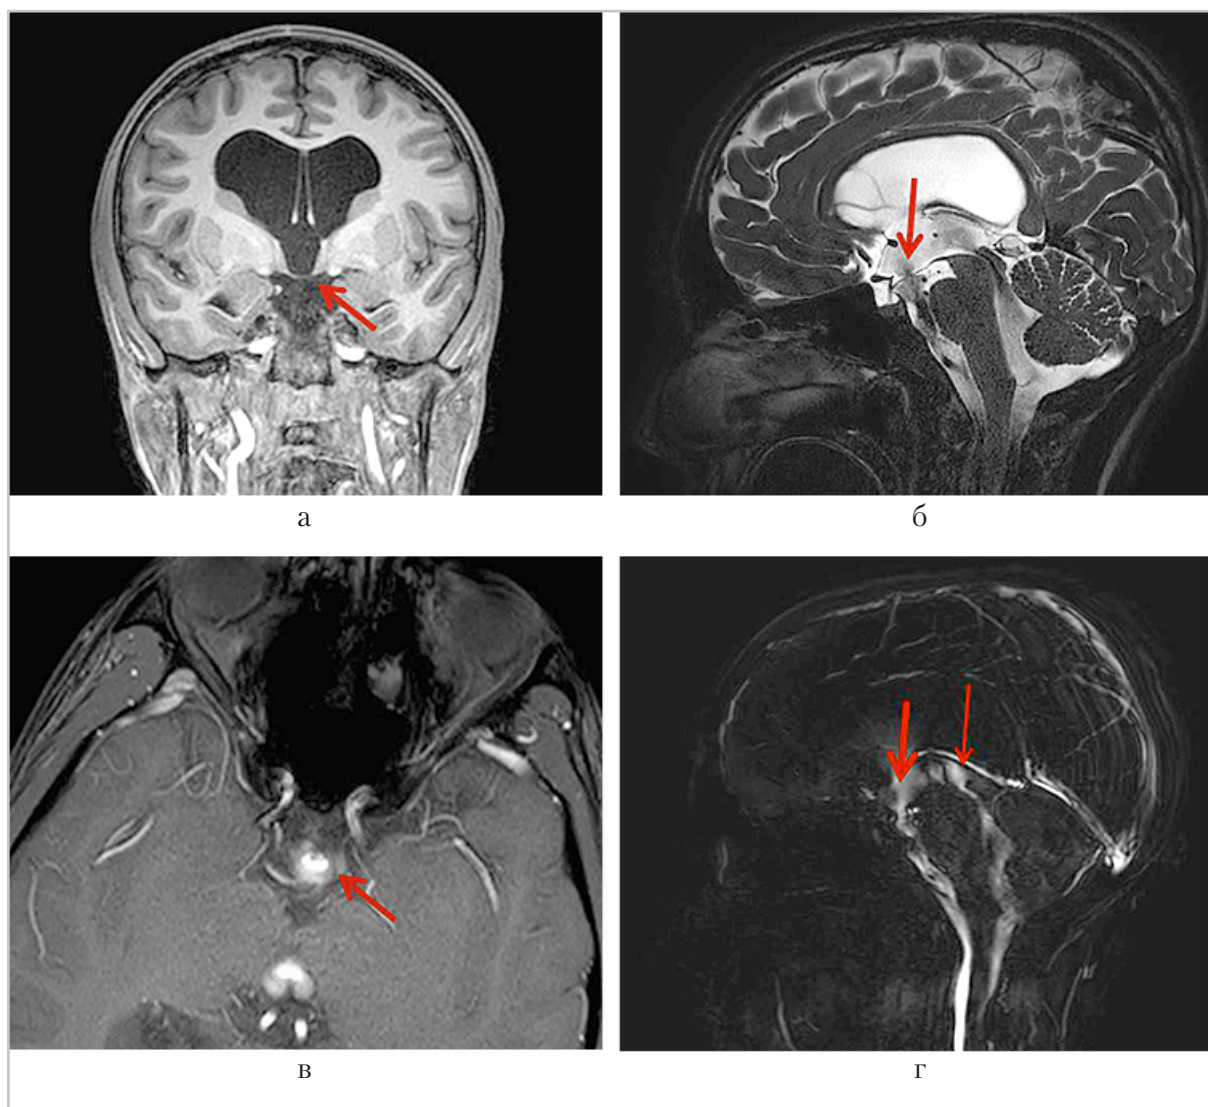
МР-томограммы пациента, перенесшего эндоскопическую вентрикулоцистерностомию дна III желудочка: *а* — неотчетливая визуализация стомы дна III желудочка на T1-ВИ во фронтальной плоскости (*стрелка*); *б* — методика CSF-DRIVE в сагиттальной плоскости, гипердинамическая пульсация ликвора в области дна III желудочка на уровне стомы (*стрелка*); *в* — динамическая методика CSF-PCA в аксиальной плоскости, яркий сигнал от потока ликвора в области стомы (*стрелка*); *г* — методика CSF-PCA в сагиттальной плоскости, гиперинтенсивный сигнал от потока ликвора в области стомы (*толстая стрелка*) и водопровода мозга (*тонкая стрелка*)
